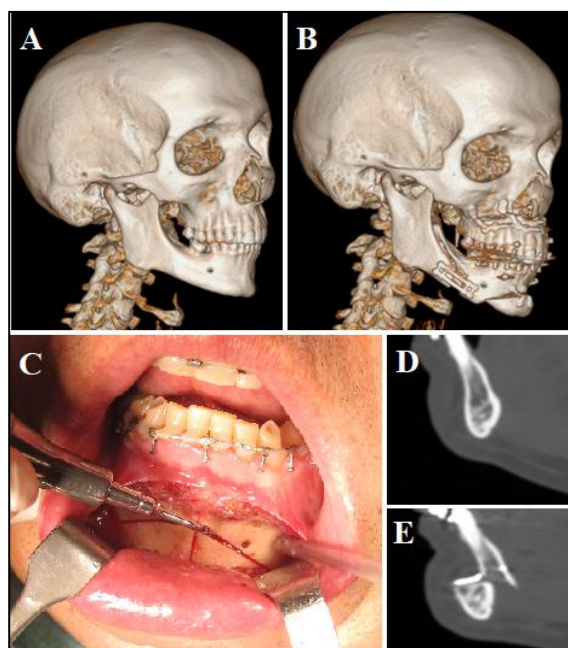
Caso 17. Avance maxilo-mandibular con rotación antihoraria asociado a genioplastia de deslizamiento. Mallas cráneo faciales segmentadas a partir de tomografía computarizada preoperatorio (A) y postoperatorio (B); fotografía intraoperatoria realizando la osteotomía tras marcado de línea media con bisturí piezoeléctrico (C); detalles en corte mediosagital preoperatorio (D) y postoperatorio (E).
